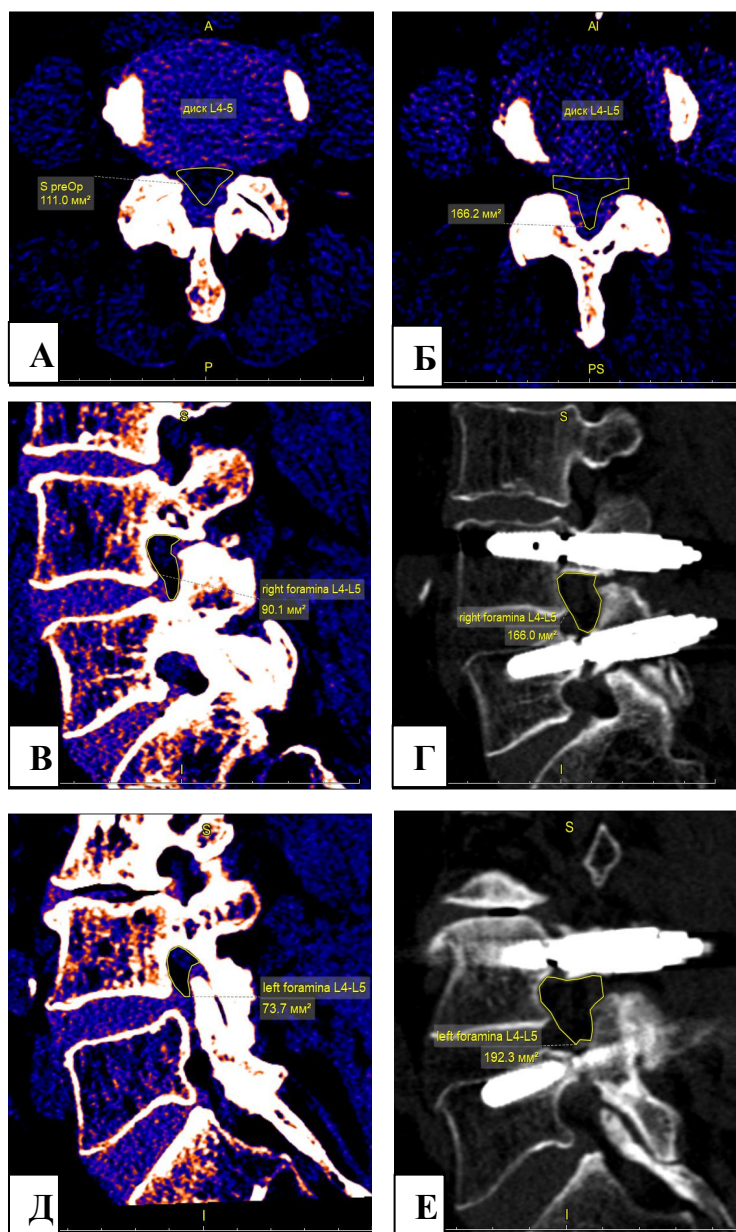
МСКТ пациента С., 74 лет, на уровне диска L4–L5 до (А) и после (Б) операции в аксиальной проекции и в сагиттальной проекции на уровне правого фораминального отверстия L4–
